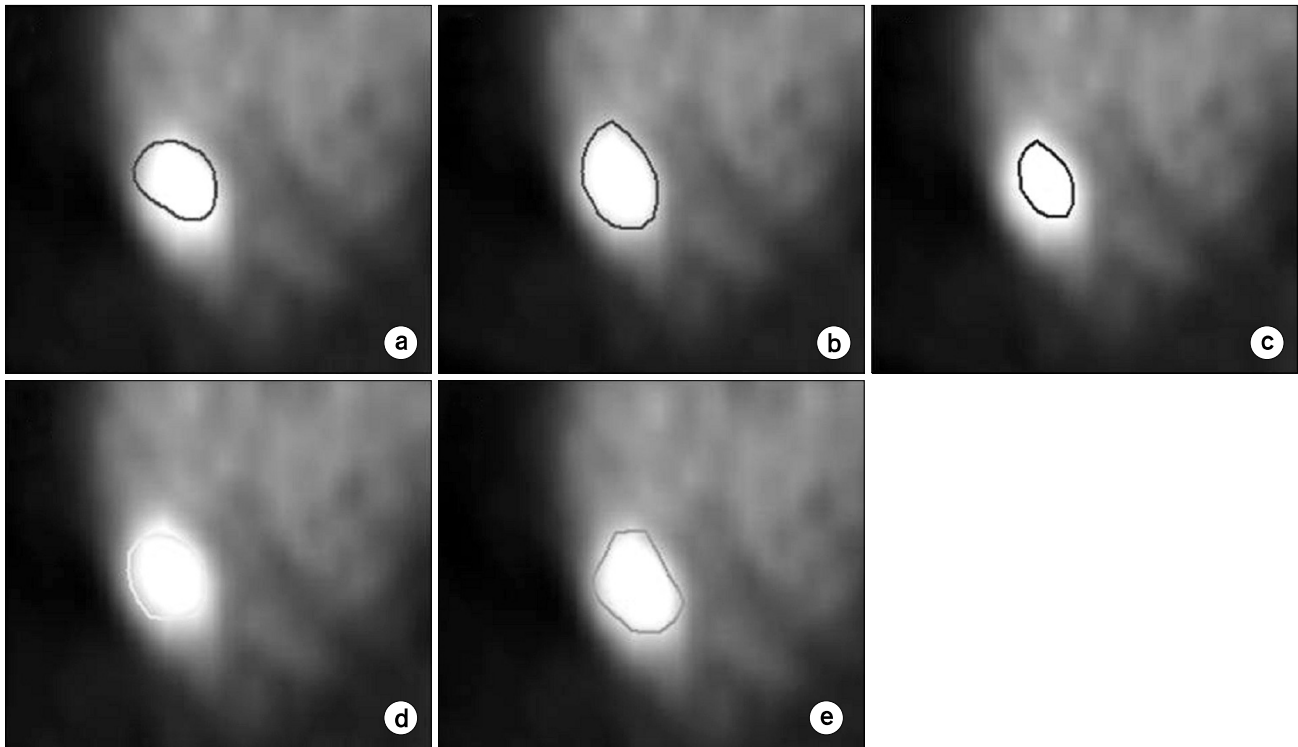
Applying automatic image segmentation in PET image. (a) CT based GTV, (b) relative threshold method (40%), (c) relative threshold method (50%), (d) gradient method, and (e) region growing method.
